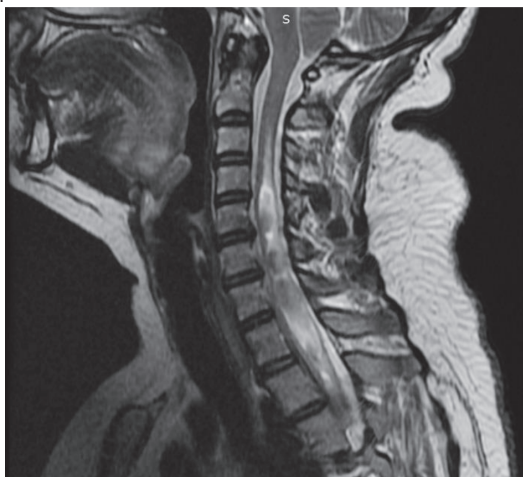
МРТ с контрастированием до операции АК с синингомиелической кистой
